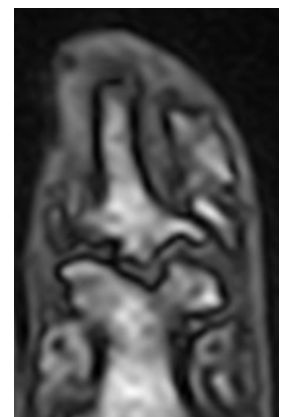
МРТ суставов кистей при эрозивном остеоартрите, режим T1w. Выраженные деструктивные изменения суставных поверхностей дистального межфалангового сустава
